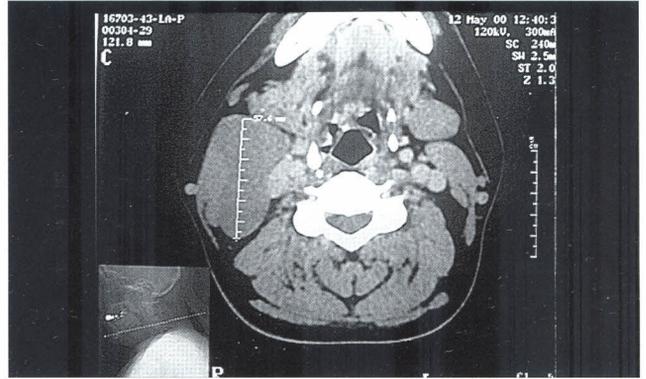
Tomografía de la lesión: imagen de apariencia quística, bilobulada, de paredes delgadas, localizada sobre el músculo esternocleidomastoideo.
